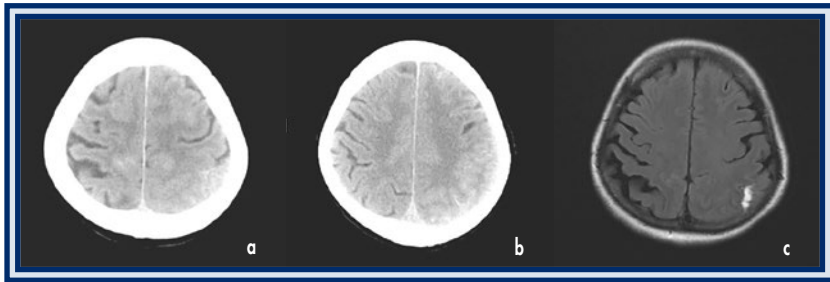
Lesões encontradas em doentes com RCVS. TC-CE (a, b) demonstrando HSA da alta convexidade parietal esquerda e frontal direita, numa doente com 51 anos, admitida no SU por cefaleia explosiva, cujo diagnóstico final foi de RCVS. RM-CE (T2/FLAIR): HSA parietal esquerda (c).
